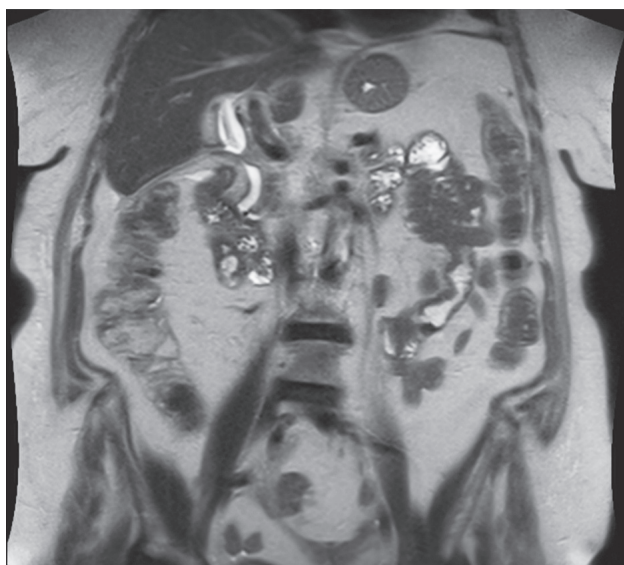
Пациентка К. МРТ брюшной полости, T2 в корональной проекции. Состояние после холецистэктомии, холедохолитотомии, дренирования холедоха. Сужение холедоха на уровне дистальной бранши дренажа извне
